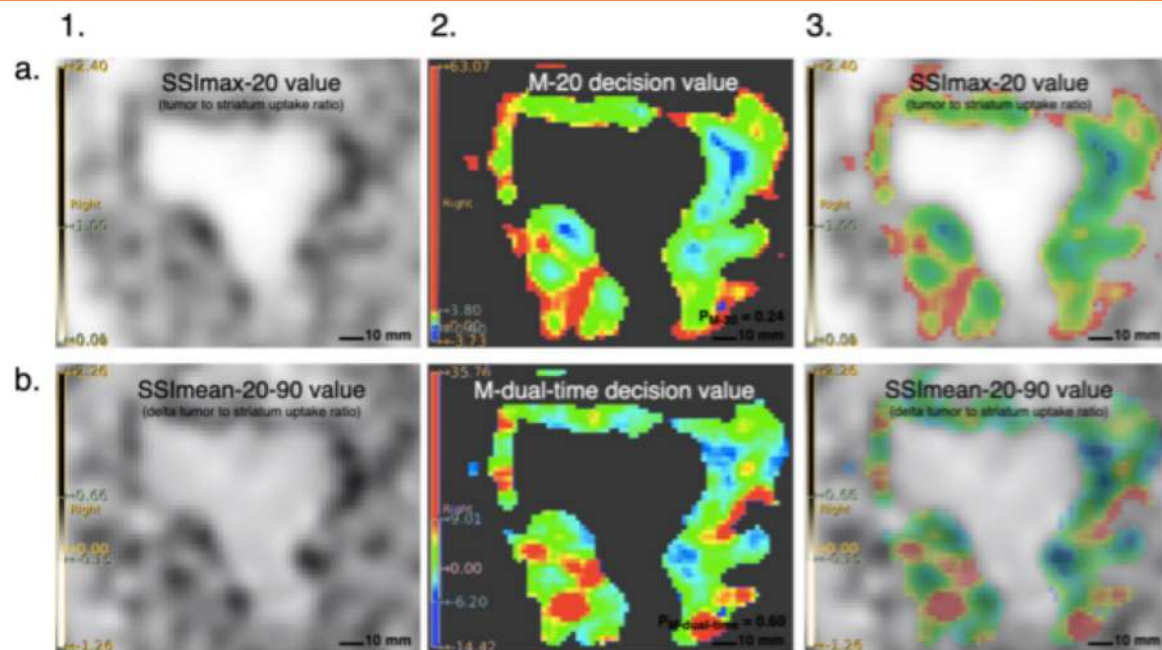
Example of Radiomic Decision Maps (RDM) for patient 79 (radionecrosis). First row (a): model M-20 based on PET images performed at 20 min only. (1) SSImax-20 image, (2) M-20 RDM, (3) M-20 RDM overlaid on SSImax-20 image.
